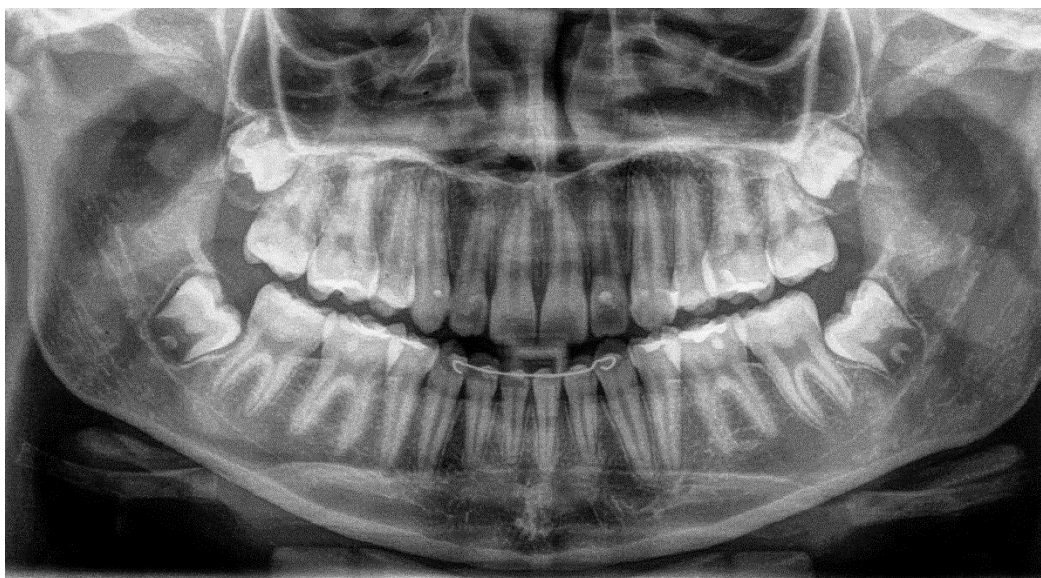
Radiografia panorâmica do final do tratamento
